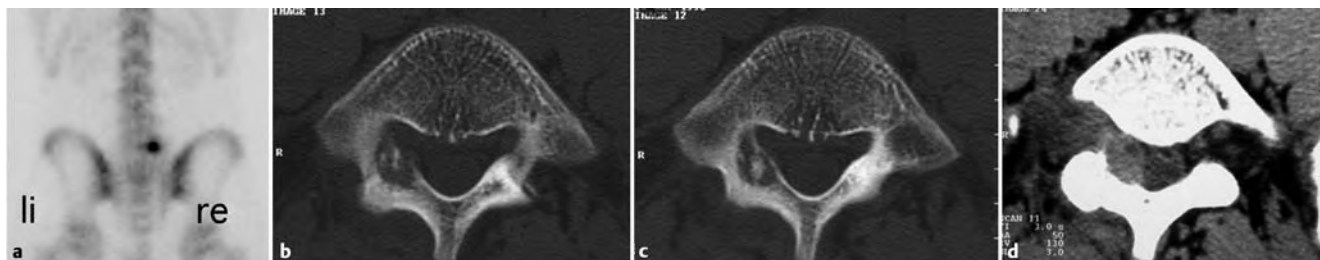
Osteoblastom im Wirbelbogen L4 rechts bei einem 16-jährigen mit Lumbalgien (Dauerschmerz) und rechtsseitiger radikulärer Symptomatik. a Die Szintigrafie zeigt eine starke punktuelle Anreicherung im rechten Wirbelbogenbereich. b, c In der CT im Knochenfenster Osteolyse in der rechten Bogenwurzel und im benachbarten Bogen, in der sich eine fleckförmig verkalkte Matrix findet. d Nach Kontrastmittelgabe und Darstellung im Weichteilfenster zeigt sich das wahre Ausmaß des sich stark anfärbenden Tumors, der in das
